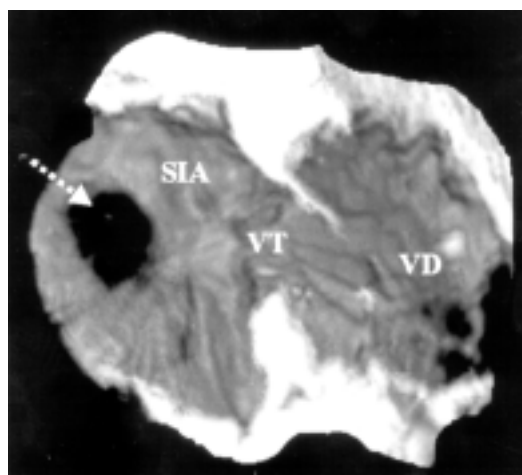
Imagen de ecocardiografía tridimensional en la que se han eliminado las paredes libres tanto de la aurícula como del ventrículo derechos. La flecha discontinua señala una comunicación interauricular tipo ostium secundum vista desde el lado derecho del septum interatrial (SIA). VT: válvula tricúspide en diástole. VD: ventrículo derecho.
